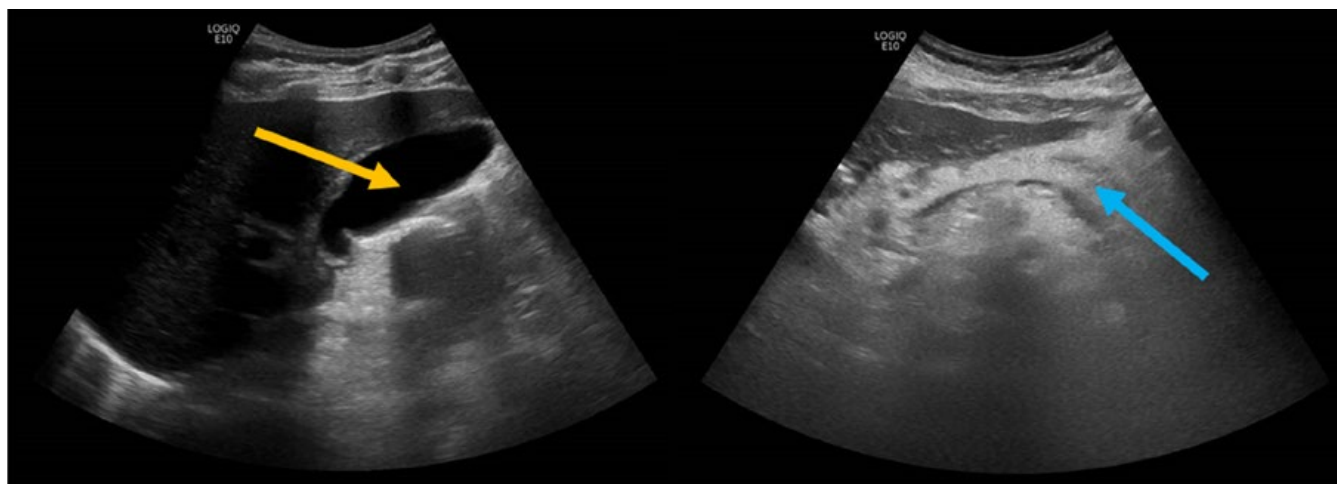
Abdominal ultrasonography excluded cholelithiasis (yellow arrow) and revealed a globular pancreas (blue arrow), with no dilation of the main pancreatic duct in the segments visualized (cephalic portion and body), suggesting acute acalculous pancreatitis.
